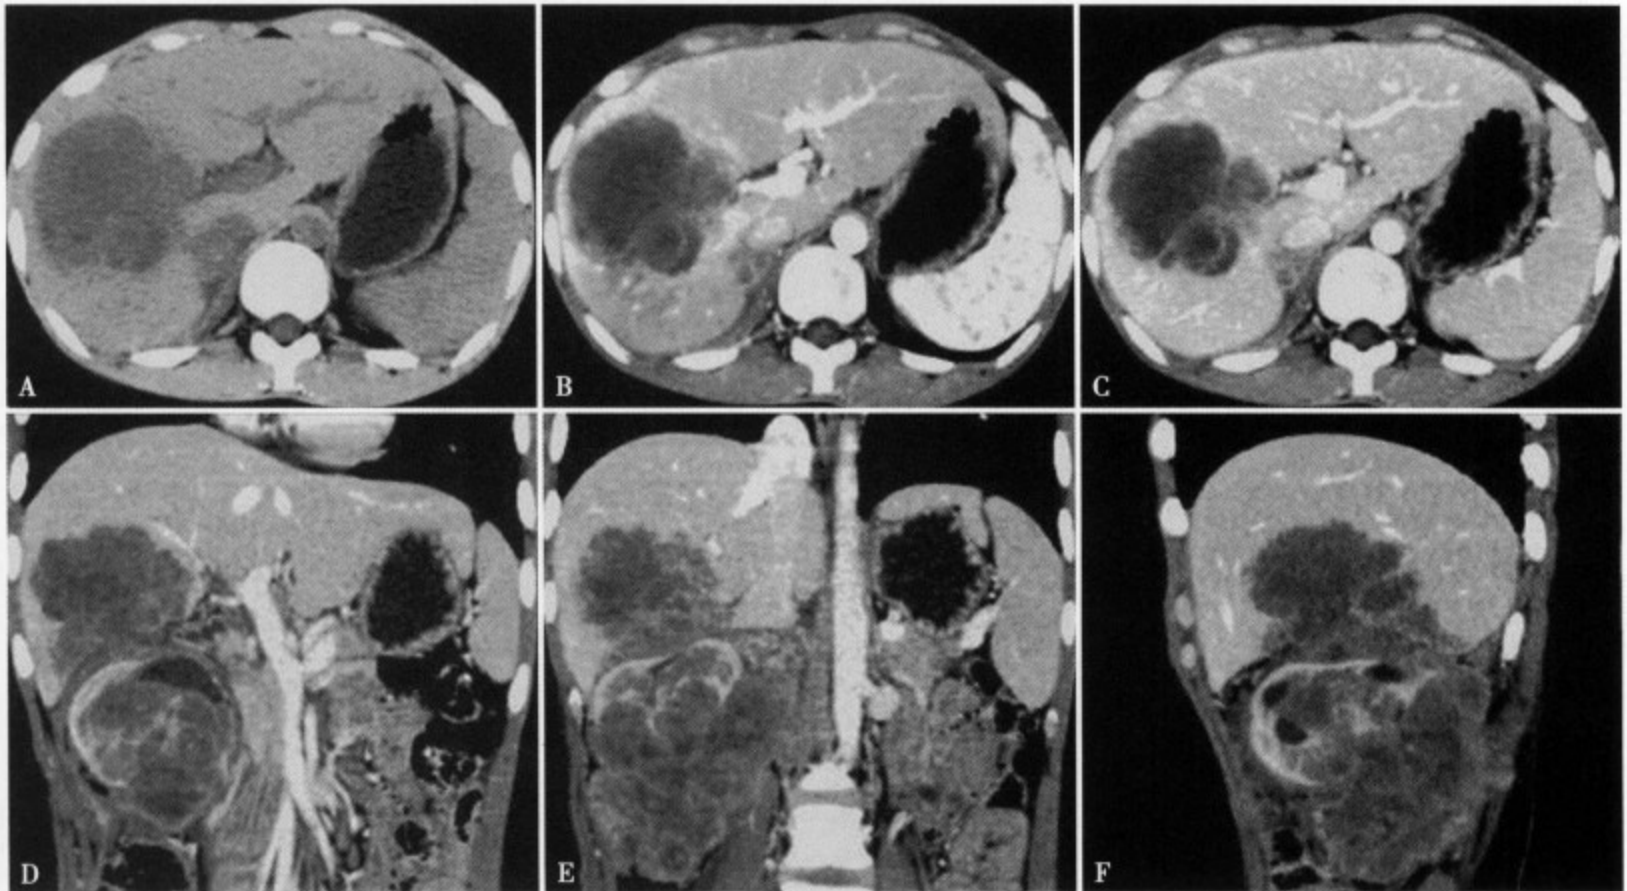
肾上腺肿瘤肝转移。CT平扫(A)肝右叶见一类圆形低密度病灶，边缘不清，内部密度不均匀，有更低密度影。增强扫描动脉期(B)和门静脉期(C)病灶边缘明显强化，内部呈网状和环状强化，其内更低密度区提示液化坏死。冠状位(D、E)和矢状位(F)重建显示原发病灶肾上腺肿瘤和肝内转移性肿瘤的关系
